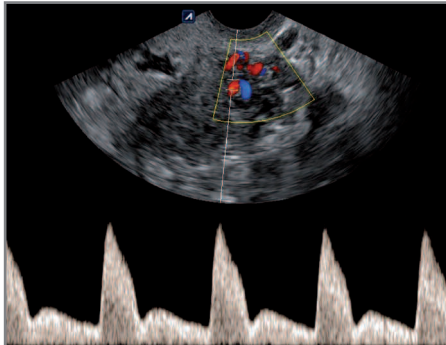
Sensitiver PW-Doppler in A. uterina
